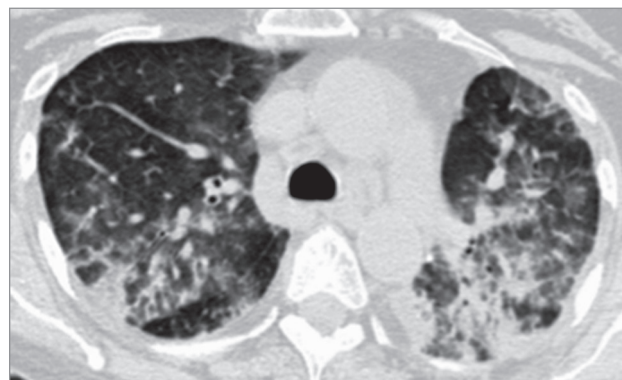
Гемцитабин-индуцированная смешанная альвеолярная и интерстициальная инфильтрация. Компьютерная томография (по Dulohery M. et al., 2022 [55])
